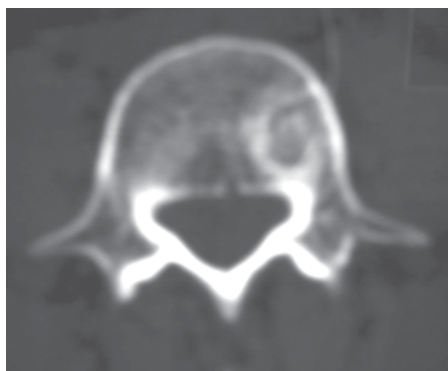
Tomografia computadorizada demonstrando área de hipoatenuação circundada por uma área de hiperatenuação – esclerose óssea.
